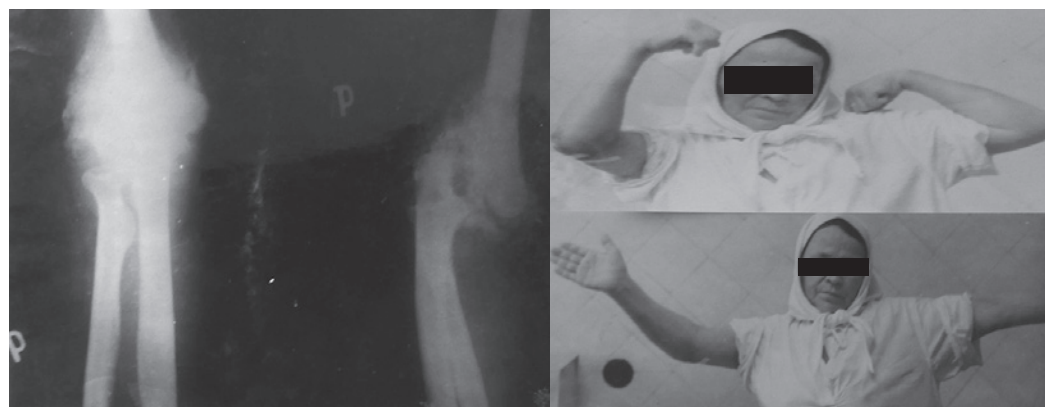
Пациентка с тяжёлой формой гетеротопической оссификации локтевого сустава. В анамнезе: закрытый заднемедиальный вывих костей предплечья. Открытое вправление. Релюкация. Через 2,5 мес после вправления. На рентгенограмме — оссификат в зоне переднего отдела локтевого сустава.
